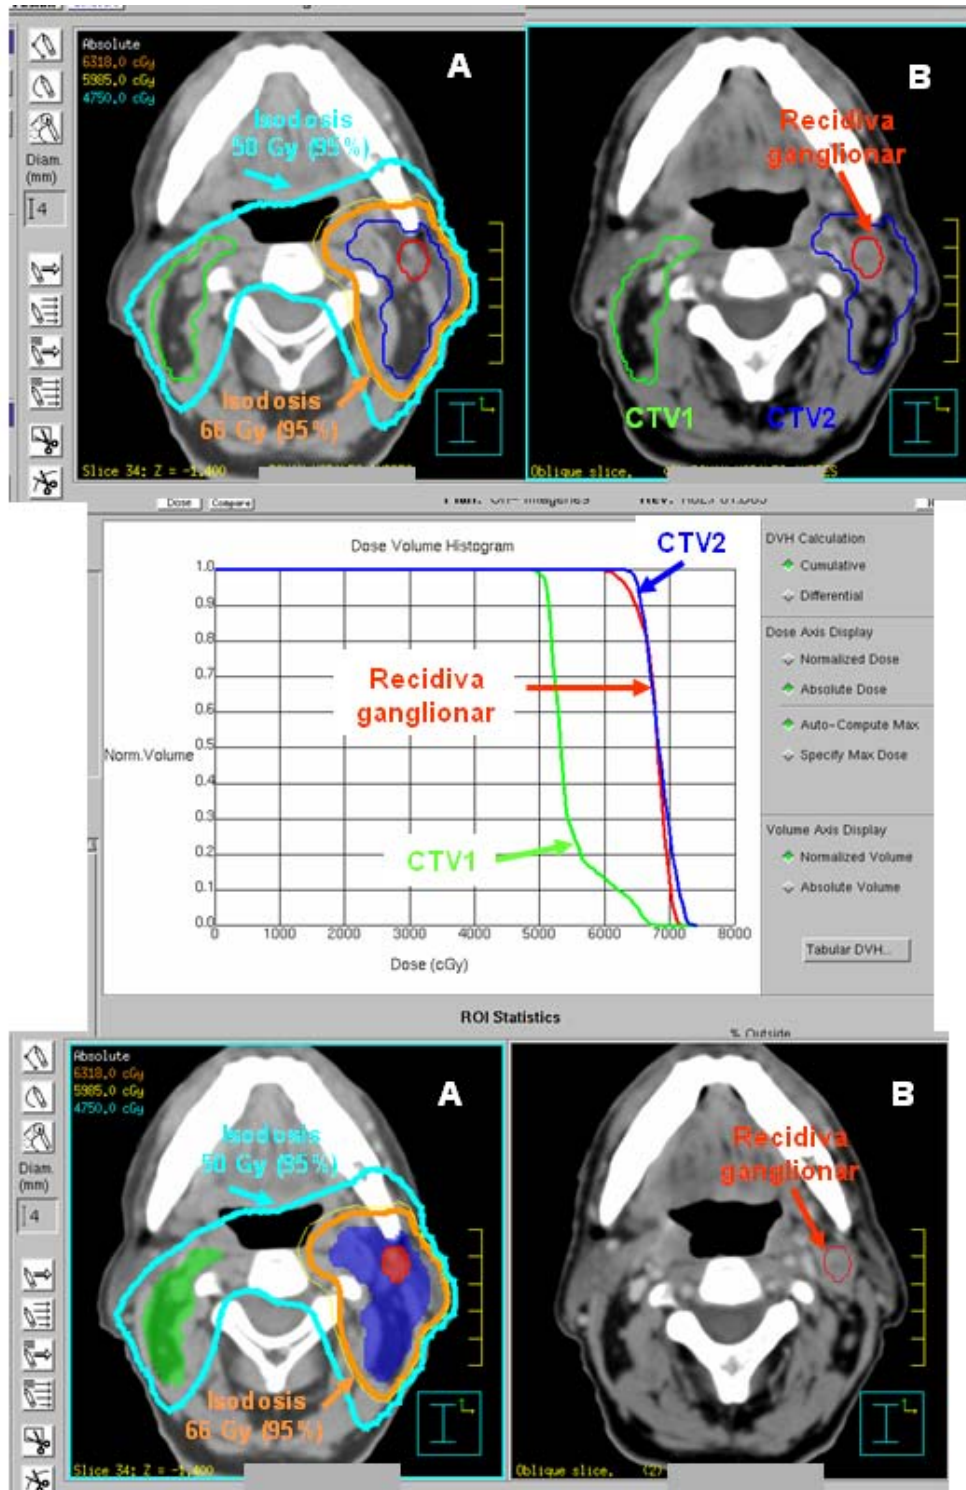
Recidiva Ganglionar dentro del campo de irradiación. Fusión con registro simultáneo de imágenes e identificación de Volúmenes (CTV1, CTV2, VRG) entre TC de simulación pre-recidiva (A) y TC de simulación post-recidiva ganglionar (B). Histograma de dosis-volumen correspondiente a Recidiva ganglionar, con los distintos parámetros dosimétricos.
